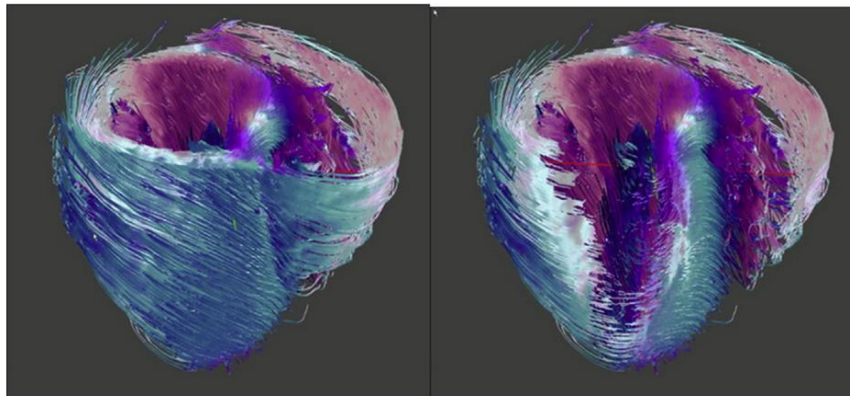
Organizzazione dei fasci del miocardio visualizzata mediante la DT-MRI; a seconda dell'orientamento delle miofibre, vi è un diverso contributo nel determinare la frazione di eiezione. (94)
